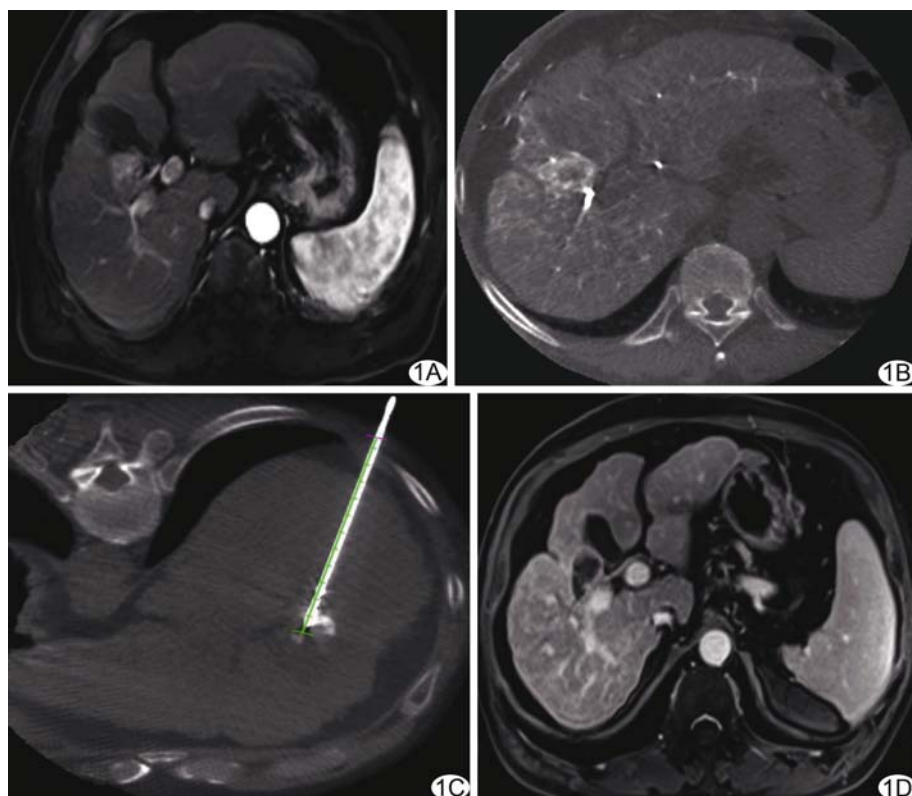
患者男, 56 岁, PHC, 病灶邻近胆囊、肝门 A. 术前增强 MRI 示胆囊周围强化结节; B. TACE 后 C 臂 CT 图像示碘油沉积; C. 按照规划路径进行 MWA (45 W、3 min); D. 术后 1 个月复查 MRI 示病灶完全坏死
